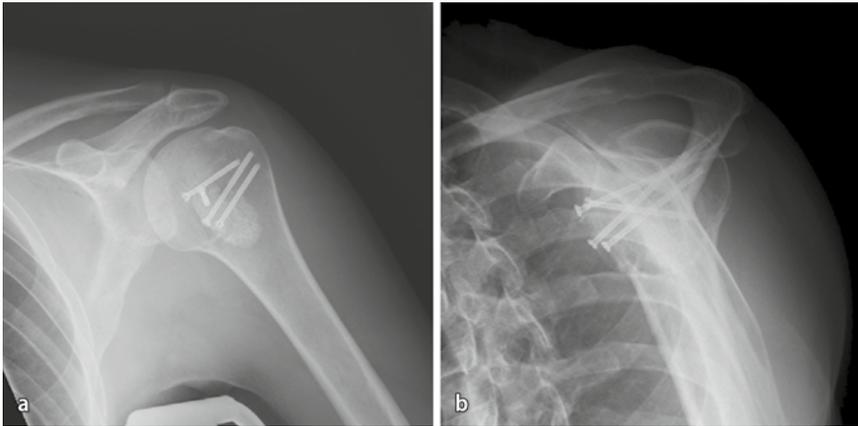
▲ a Postoperatives Röntgen a.-p. und b postoperatives Röntgen lateral mit Schraubenosteosynthese des Tuberculum minus und Unterfütterung des Humeruskopfdefekts mit Knochenersatzmaterial
